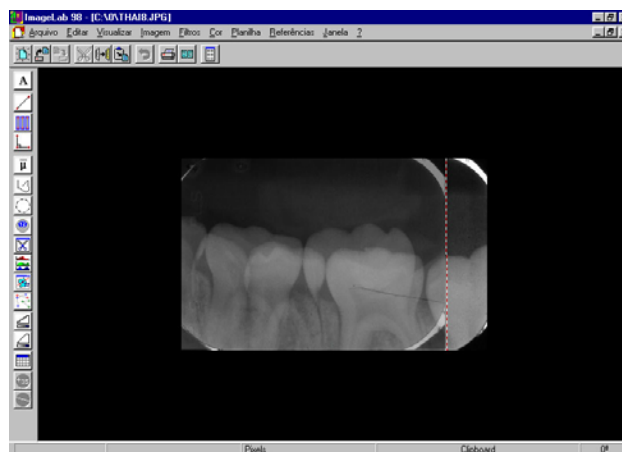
Sobreposição da radiografia mediata sobre a imediata, no Programa ImagemLab
